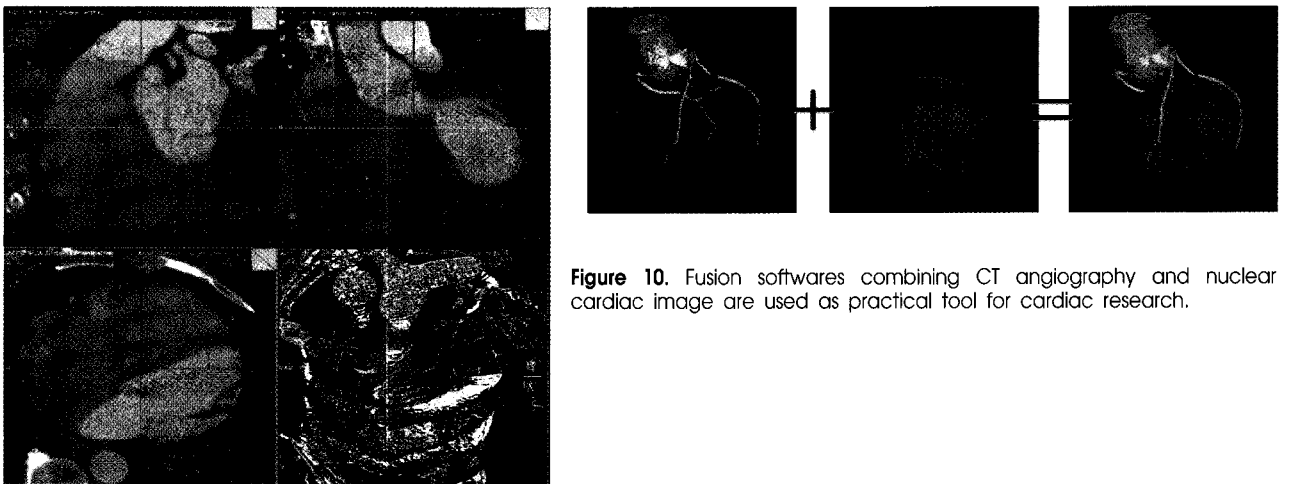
Fusion softwares combining CT angiography and nuclear cardiac image are used as practical tool for cardiac research.
